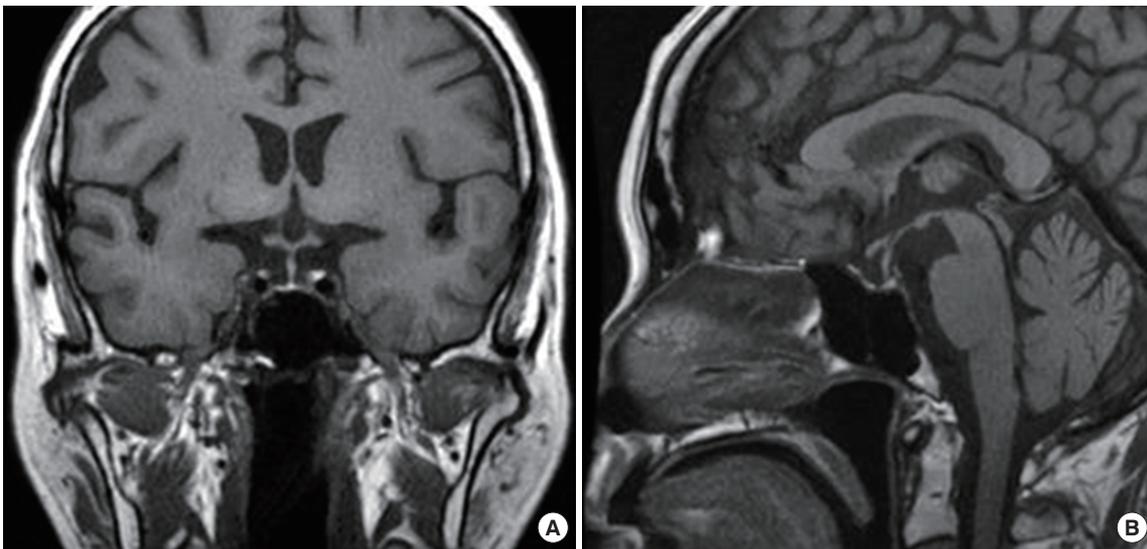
Magnetic resonance imaging of the patient's sella. Pituitary gland was not detected on coronal (A) and sagittal (B) images. Only sella tucica was filled with the cerebrospinal fluid (empty sella).
